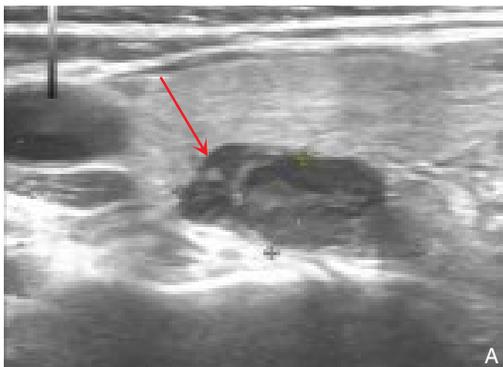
CKD并发SHPT患者影像学特征 A: 超声检查提示甲状腺右叶下极背侧后方可疑甲状旁腺(大小约20.0 mm×9.5 mm); B: CT检查提示甲状腺右叶下极背侧后方可疑甲状旁腺(大小约2 cm×1 cm)
